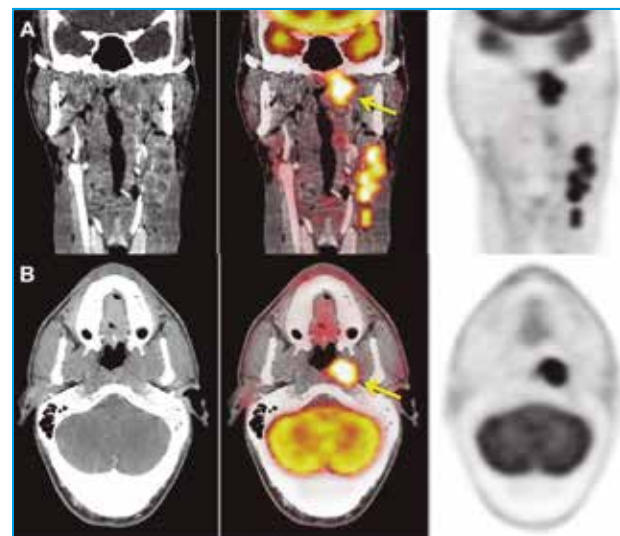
Paciente varón de 37 años con metástasis de carcinoma pobremente diferenciado en masa laterocervical izquierda. La PET-TC detectó captación patológica de FDG en región nasofaríngea izquierda sugerente de tumor primario (flecha amarilla), con afectación adenopática cervical ipsilateral. Tras confirmación anatomopatológica, se inició tratamiento quimiorradioterápico.
